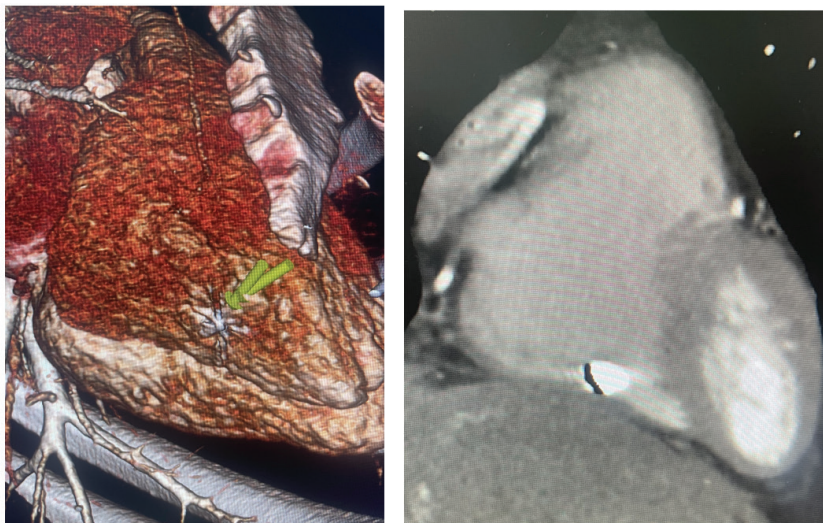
КТ серця з контрастуванням з 3D проекцією демонструє наявність металевго уламка в порожнині правого шлуночка, на його діафрагмальній поверхні міжтрабекулами
